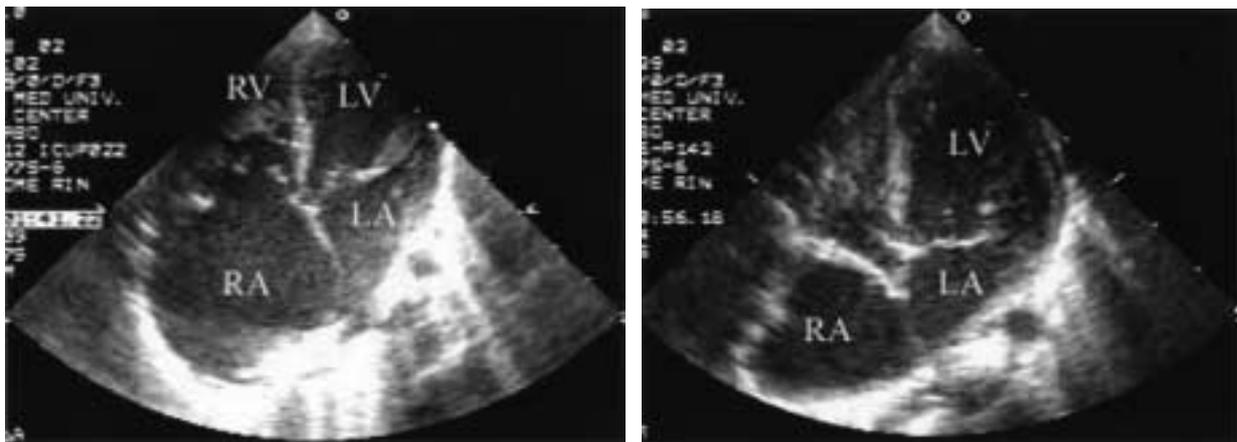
Pre- and postoperative echocardiography.
